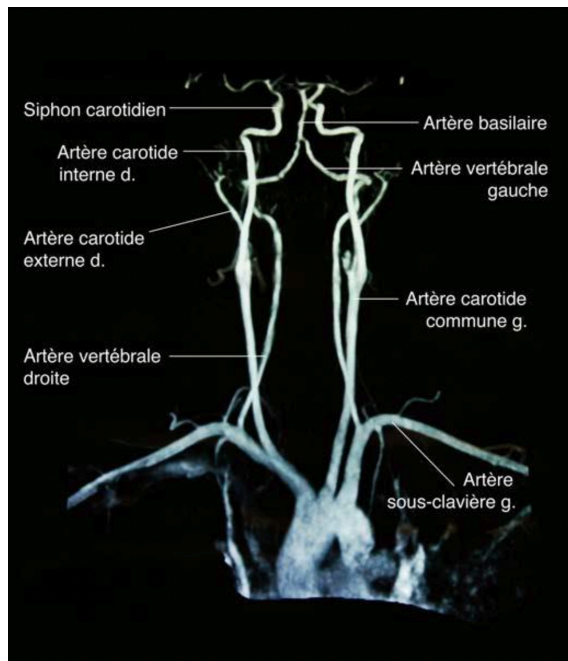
Angio-IRM du cou (artères d'apport du polygone de Willis) TP 2020
